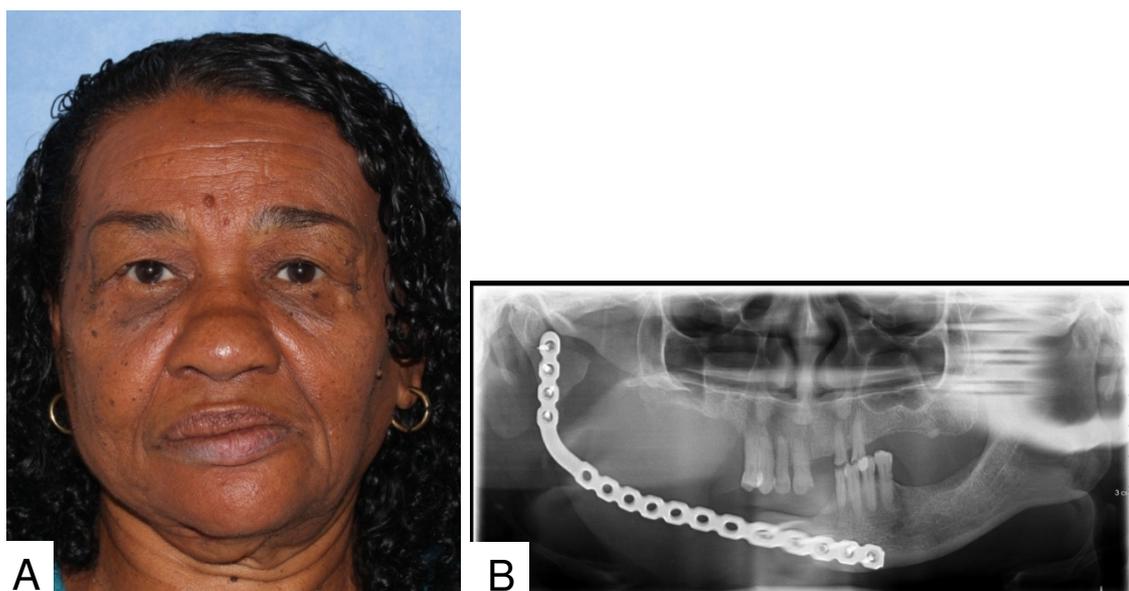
Aspectos pós-operatórios. A: Extraoral de 12 meses. B: Radiografia panorâmica de 8 meses.
